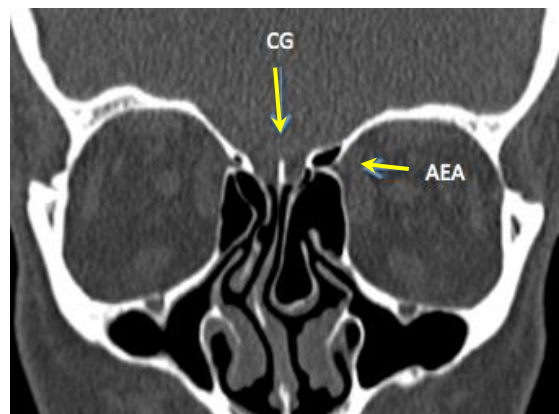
TC corte coronal mostrando la fisura a ambos lados de crista galli (CG) y el foramen por dónde discurre el nervio nasociliar y la arteria etmoidal anterior (AEA)
